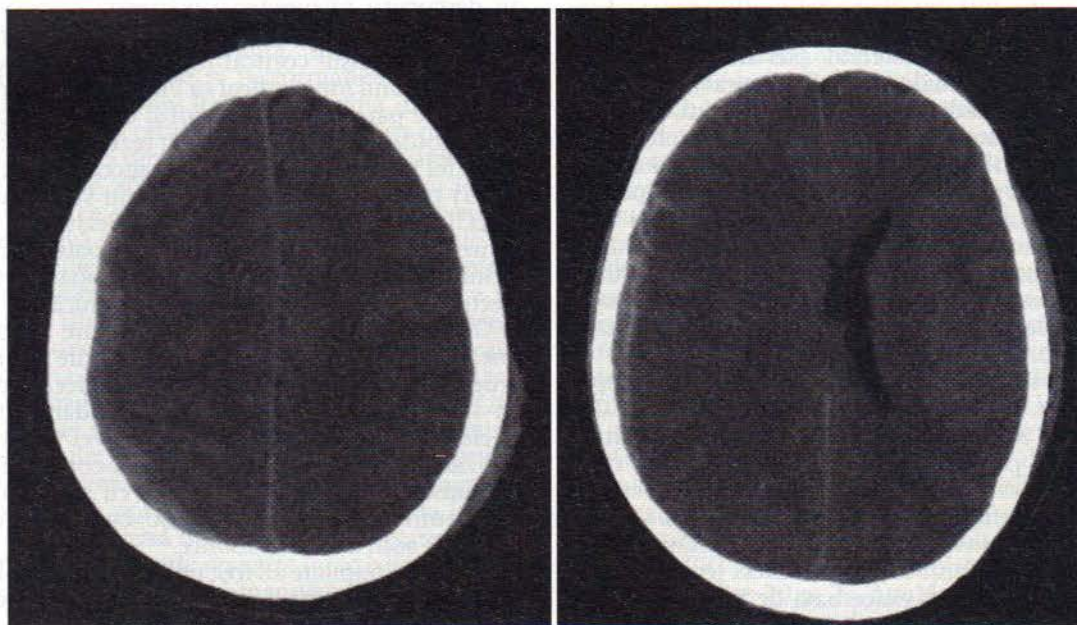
Scanări tomografice computerizate indicând hematoame subdurale, care au potențialul de a genera o deplasare a liniei mediane.
